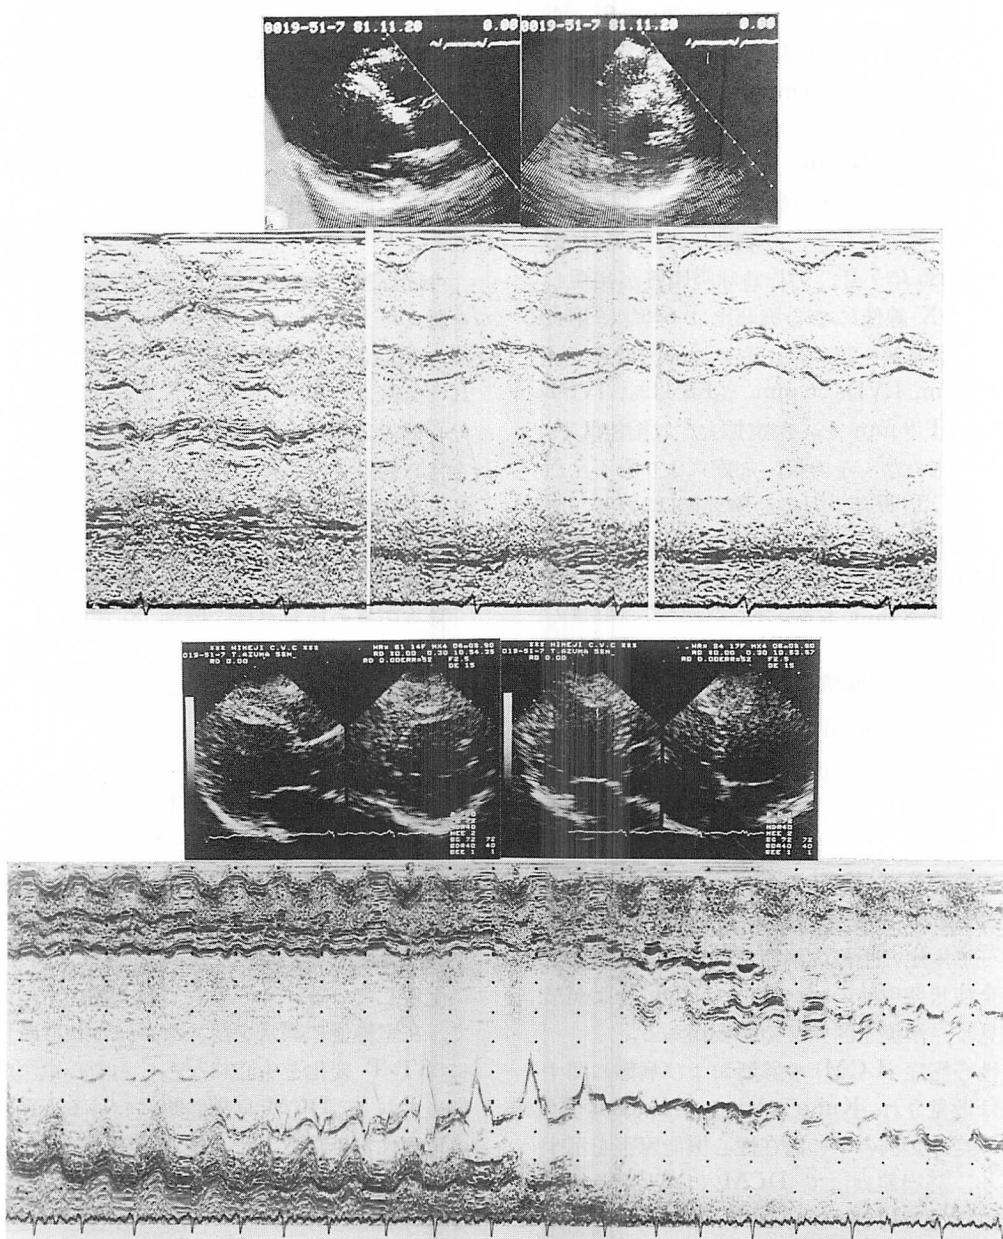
Serial echocardiograms (Case 5).
